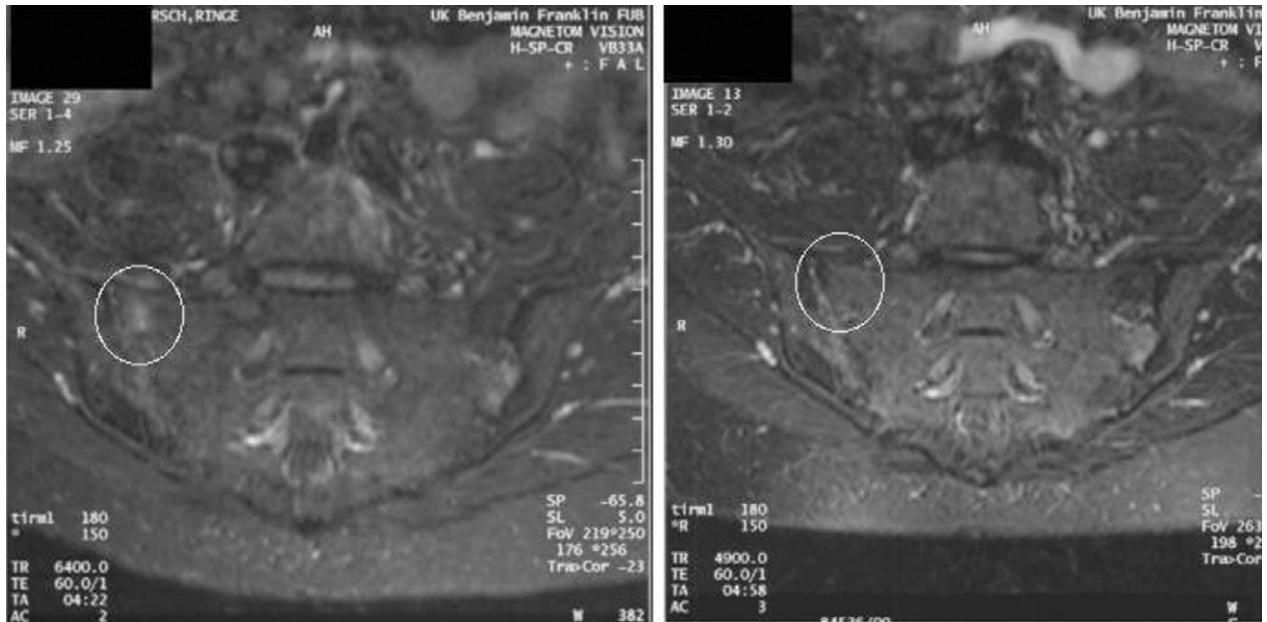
Cambios en el aspecto de las articulaciones sacroilíacas después de 12 semanas de tratamiento con infliximab en un paciente con espondilitis anquilosante. Las lesiones inflamatorias se observan en la imagen basal del sacro en la articulación sacroilíaca derecha (resonancia magnética, short tau inversion recovery [STIR]).
